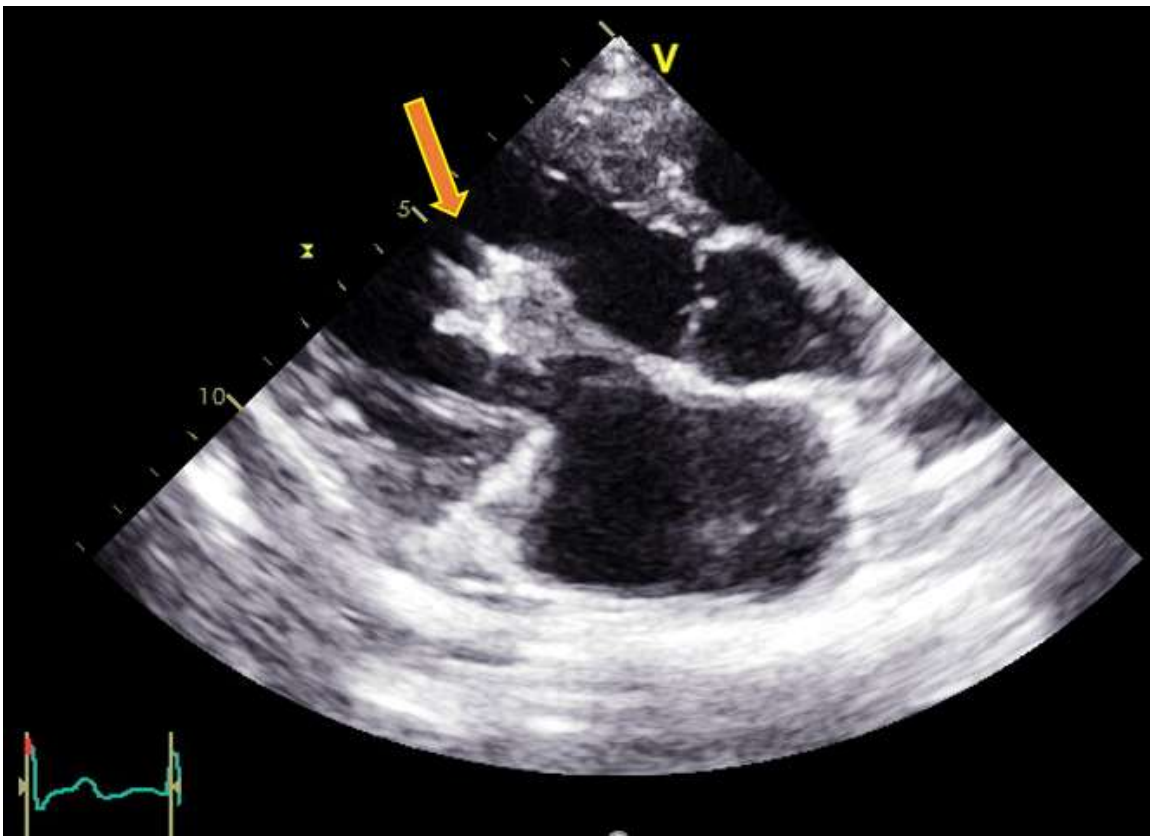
coupe para sternale grand axe sur échocardiographie qui montre la présence d'une végétation volumineuse sur le bord libre de la grande valvule mitrale
